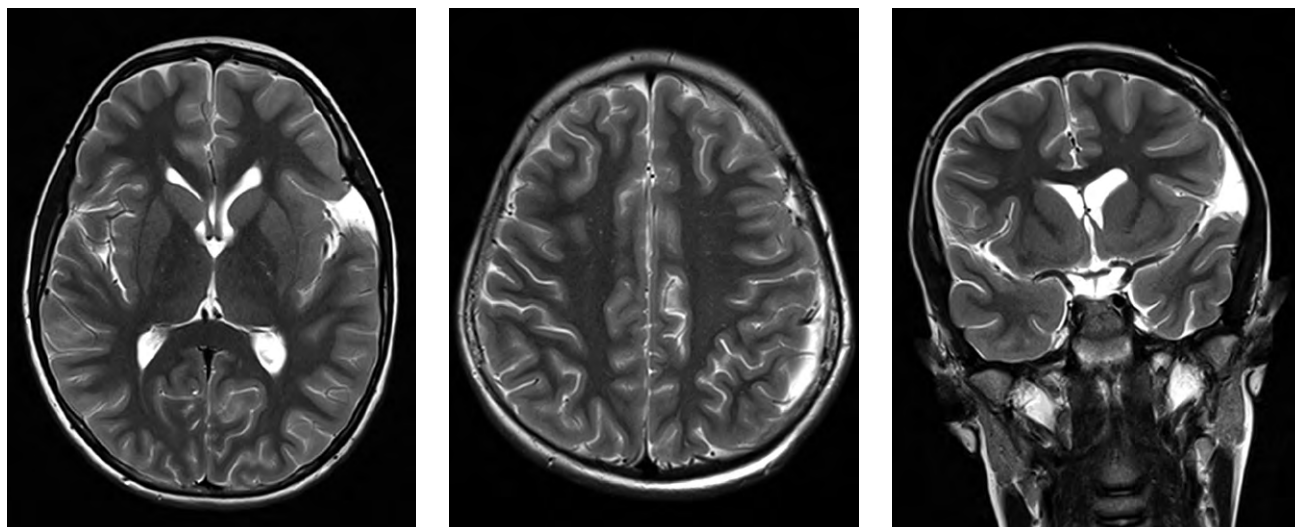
Магнитно-резонансная томография головного мозга через 3 мес. после операции: киста и гематома опорожнены.
